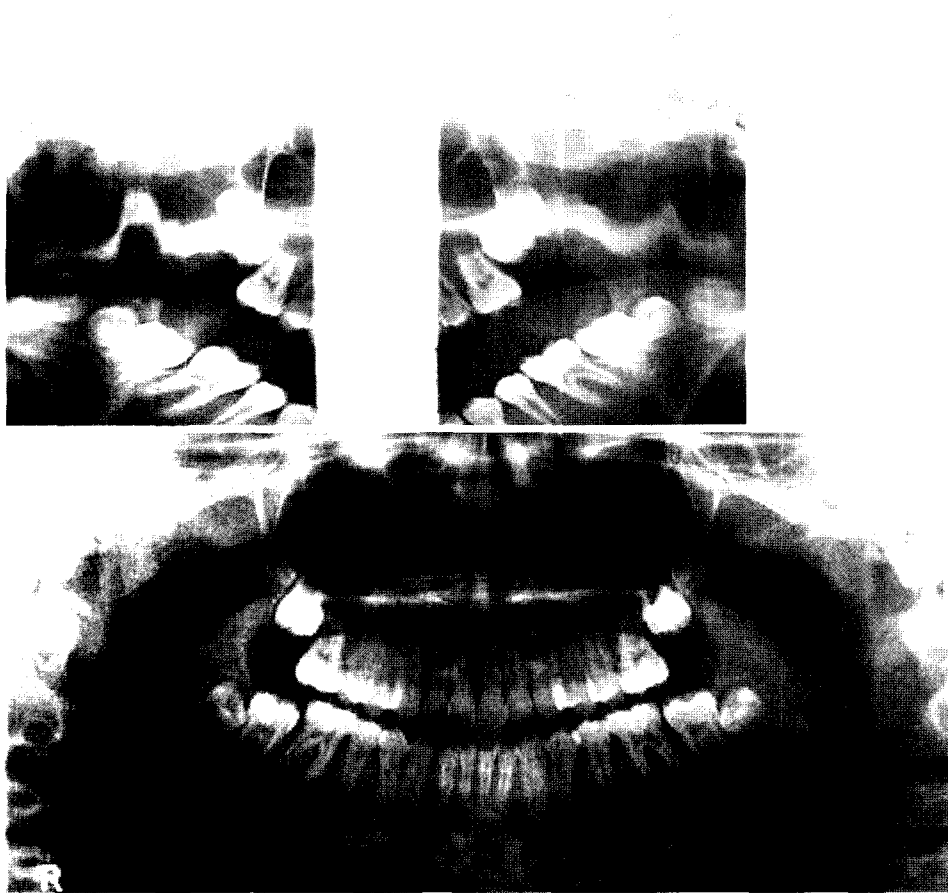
Initial plain radiographs show an osteolytic lesion that involved the condyle neck and head.
